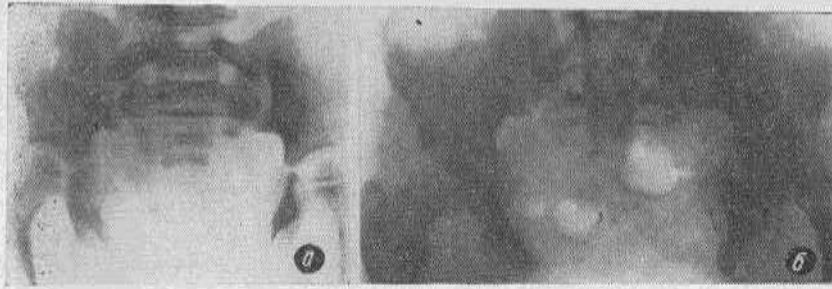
Фотокопия рентгенограмм у больной М. при эктрофии мочевого пузыря:
